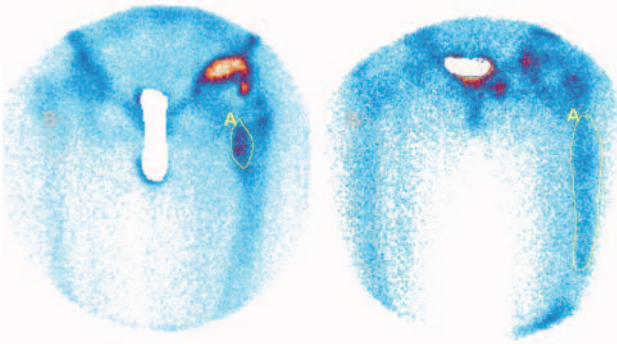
Остеосцинтиграма хворого М. із деформуючим остеоартрозом правого кульшового суглоба до і після ендопротезування
